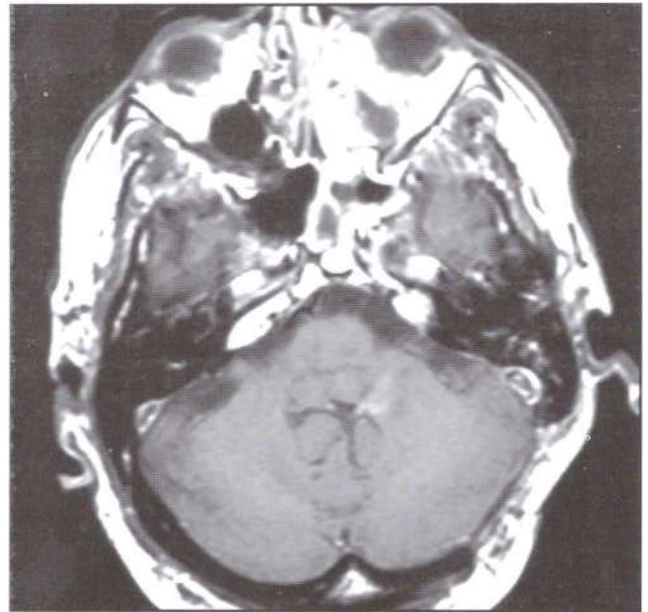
IRM axial T1 con gadolinio. Control postquirúrgico
